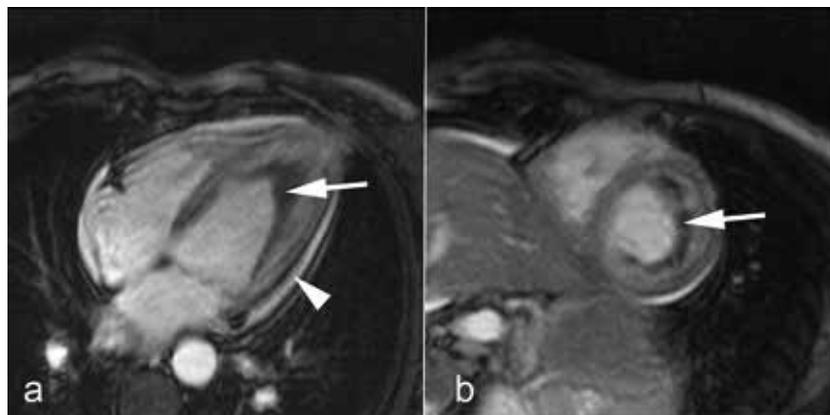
IRM cardiaque, séquence ciné true FISP, a) coupe 4 cavités et b) petit axe.
